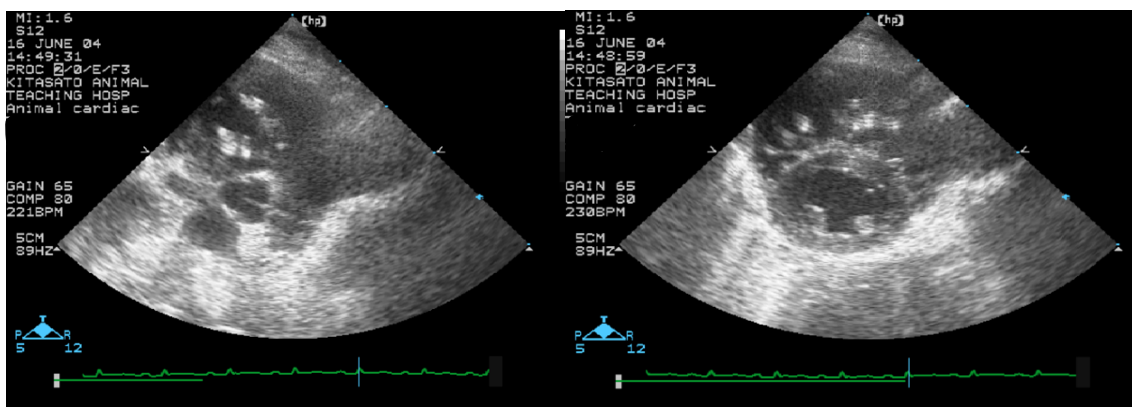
第3病日の心エコー検査所見(心基底底部短軸像)。肺動脈にフィラリアは認められず(左)、カラードプラ法にてPRが認められた(右)。
